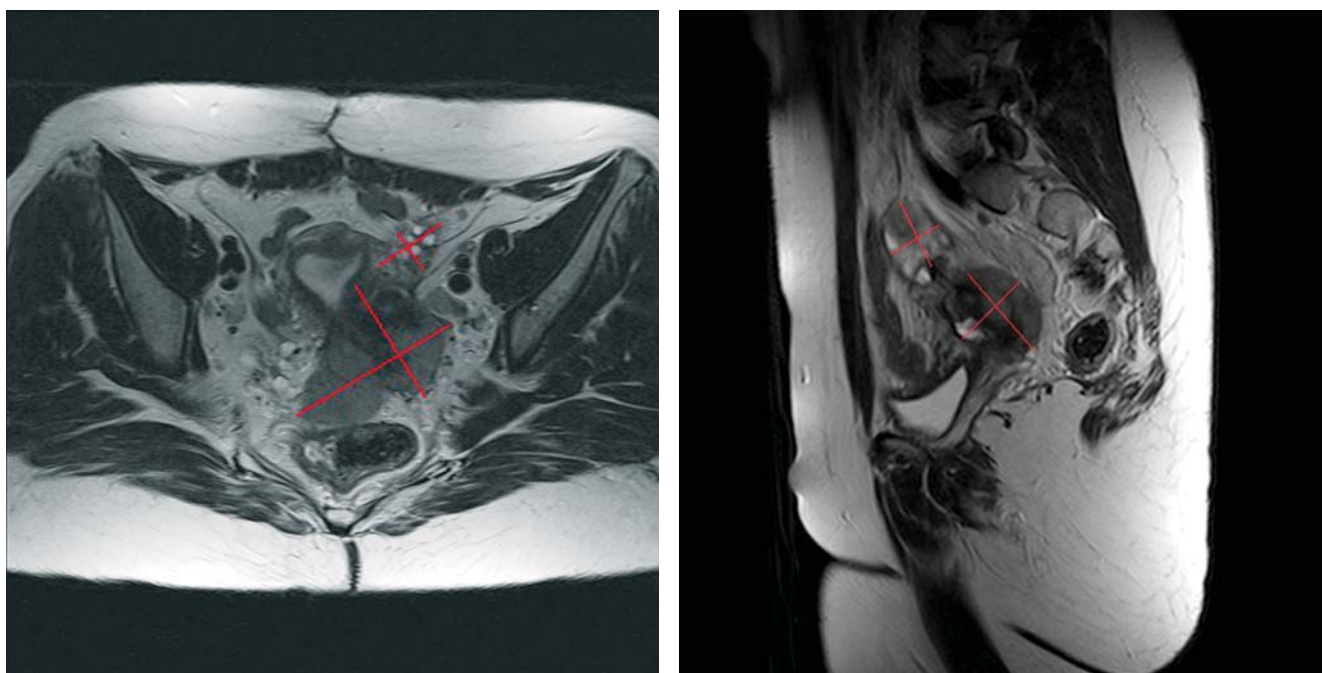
МРТ органов малого таза: а — горизонтальная плоскость; б — саггитальная плоскость.
